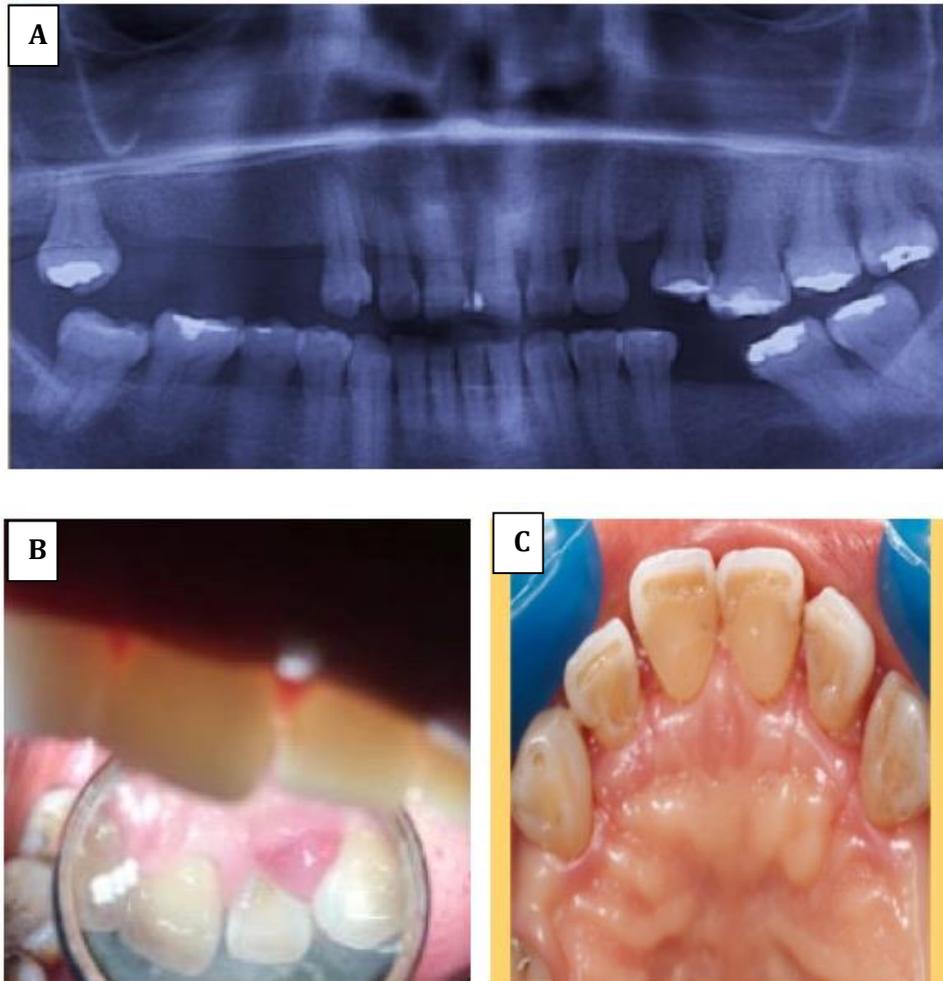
(A) Radiografía panorámica. Se observa pérdida ósea vertical moderada en órganos dentarios 18, 13, 12 y 25, pérdida ósea horizontal moderada en órganos dentarios 26 y 27. (B) Vista clínica de papila interdental en órganos dentarios 22 y 23. (C) Vista clínica postoperatoria en sector anterosuperior.
